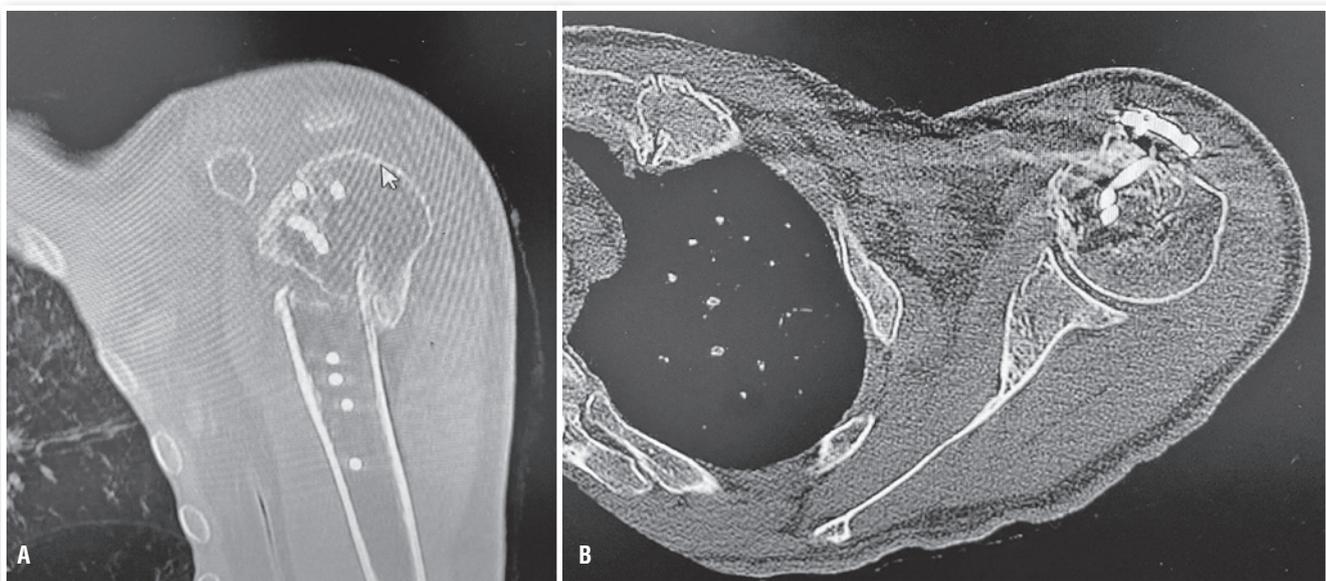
Tomografias com pós-operatórias da osteossíntese do úmero proximal esquerdo realizada em serviço externo em 12/2021. A. Corte coronal. B. Corte axial.
